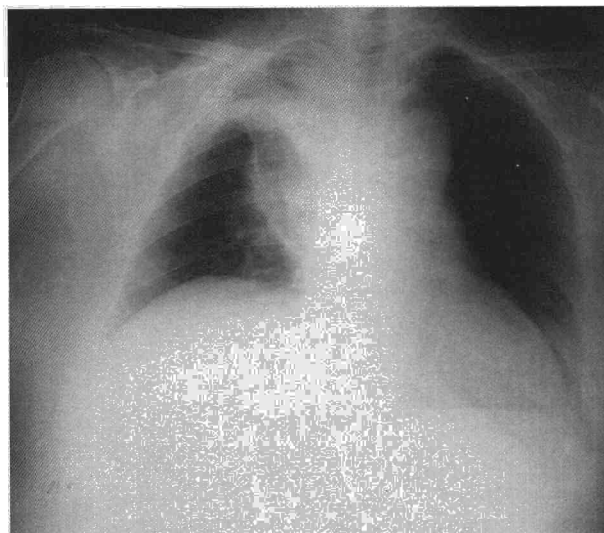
Radiografía posteroanterior de tórax del caso 2 que muestra atelectasia-condensación del lóbulo superior derecho con elevación del hemidiafragma ipsilateral.
